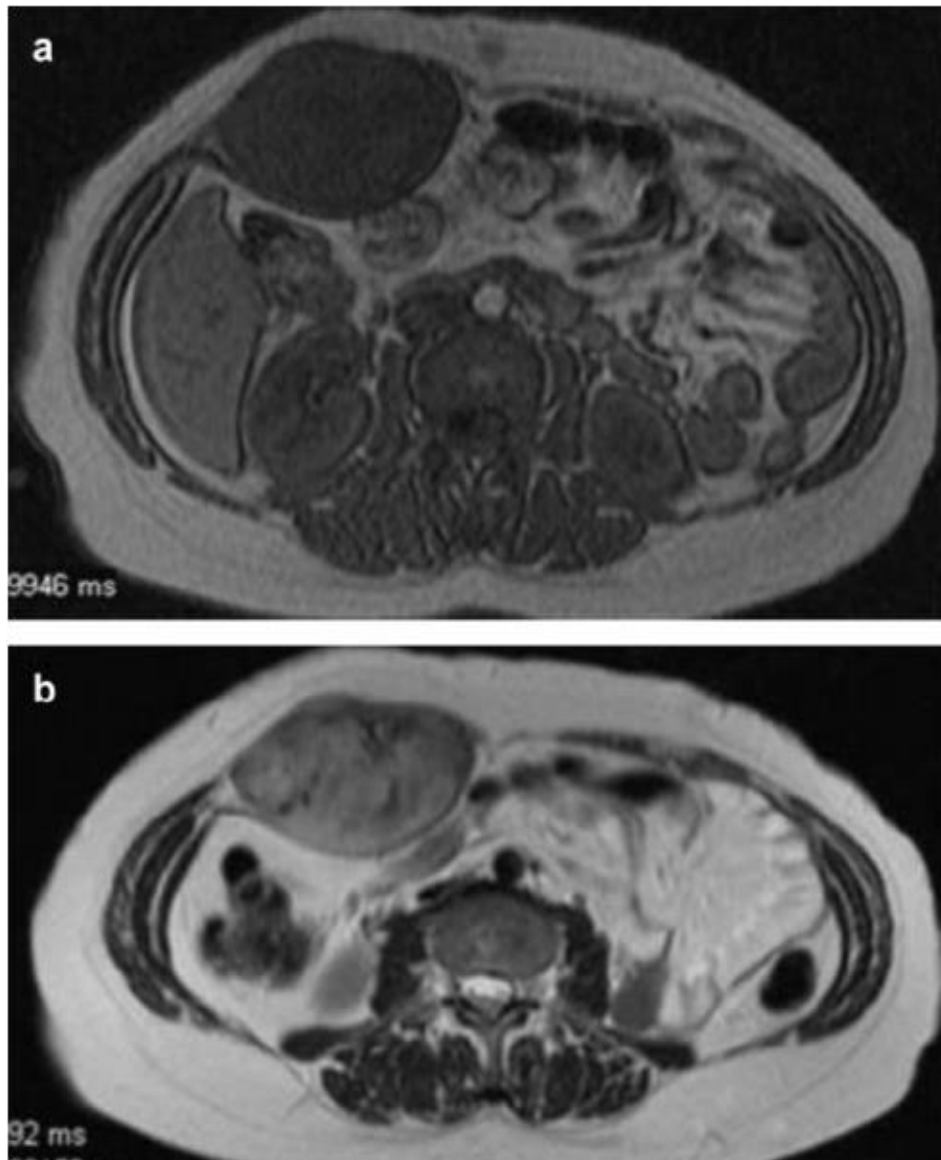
IRM abdominale, coupes axiales en pondérations T1 (a) et T2 (b). Masse hétérogène, développée aux dépens de l'aponévrose du muscle grand droit, bien limitée, en iso signal par rapport aux muscles en T1 et en hypersignal T2. Cette masse est cernée d'une pseudo-capsule en hyposignal en T1 et T2[1].
